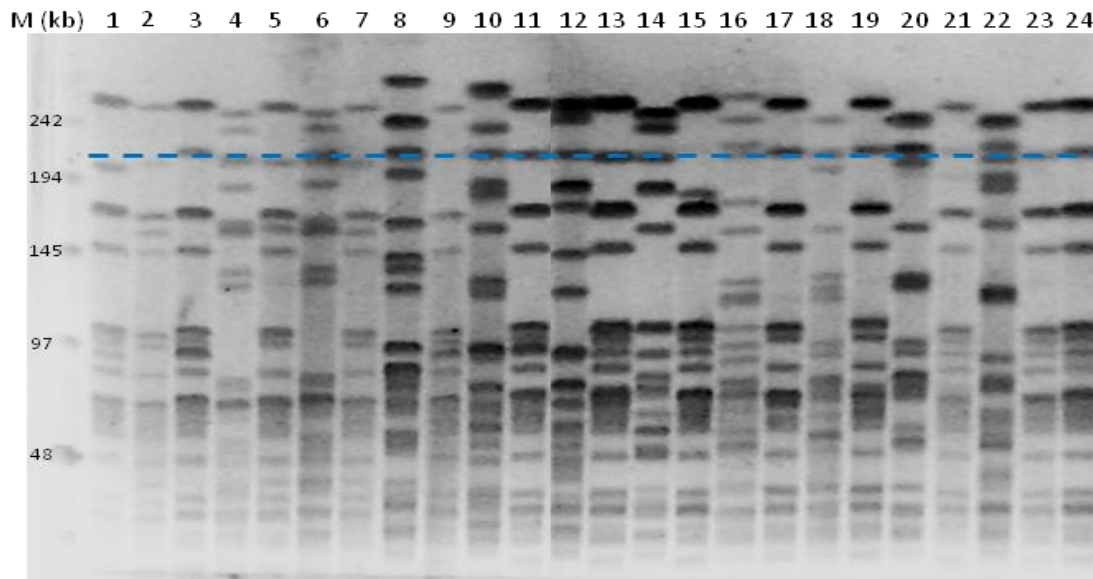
Comparação dos perfis de restrição de bactérias selvagens, transconjugantes e recetora *E. faecium* GE1 por PFGE. M - Marcador (*Low Range PFG Marker*); *E. faecium* GE1 (perfil 1), transconjugantes de *E. faecium* GE1 (perfis 3-TCVD79C1.5 GE1; 5-TCSN71.1GE1; 7-TCSN133.3 GE1; 9-TCHPH2.1 GE1; 11-TCH323.3 GE1; 13-TC70411.2 GE1; 15-TCH207.1 GE1; 17-TCE49.1 GE1; 19-TCE233.1 GE1; 21-TCE169.3 GE1; 23-TCE4.1 GE1; 24-TC28798.1 GE1) e selvagens (perfis 2-VD79C1; 4-SN71; 6-SN133; 8-HPH2; 10-H323; 12-70411; 14-H207; 16-E49; 18-E233; 20-E169; 22-E4). A linha azul assinala a banda adquirida pela maioria dos transconjugantes e ausente em *E. faecium* GE1.
